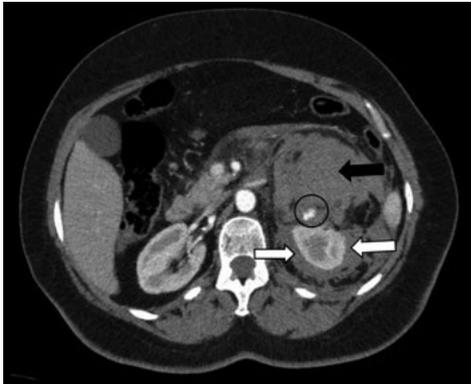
Tomografía axial computarizada (corte transversal). Hemorragia retroperitoneal en espacio perirrenal, pararrenal anterior y posterior de riñón izquierdo (flechas blancas). Este sangrado se origina de una masa dependiente de la cara anterosuperior del riñón izquierdo (flecha negra), que presenta un foco de hemorragia activa (círculo negro) con extravasación de contraste en la proximidad del componente intrarrenal del tumor, compatible con el síndrome de Wunderlinch.
